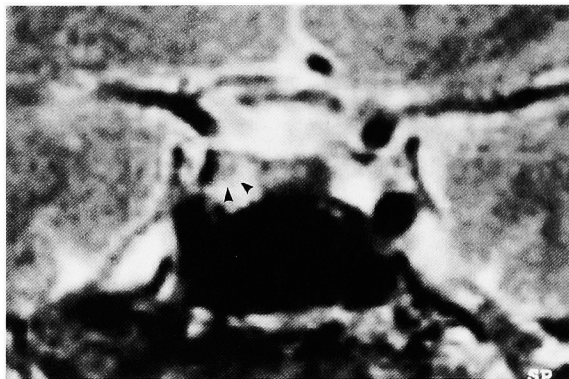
Enhanced MRI shows decrease of adenoma size after bromocriptine treatment (arrow head).
